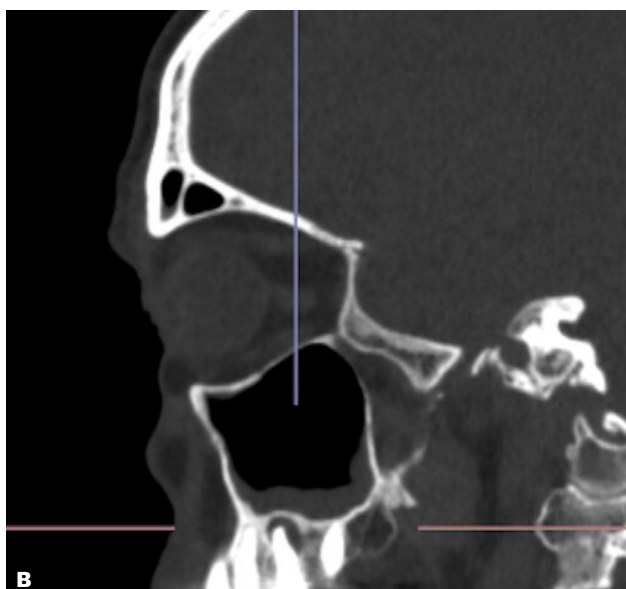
A. Panoramarøntgen viste apikal opklaring på tand +6. B. Sagittalt snit fra CT-scanning.
